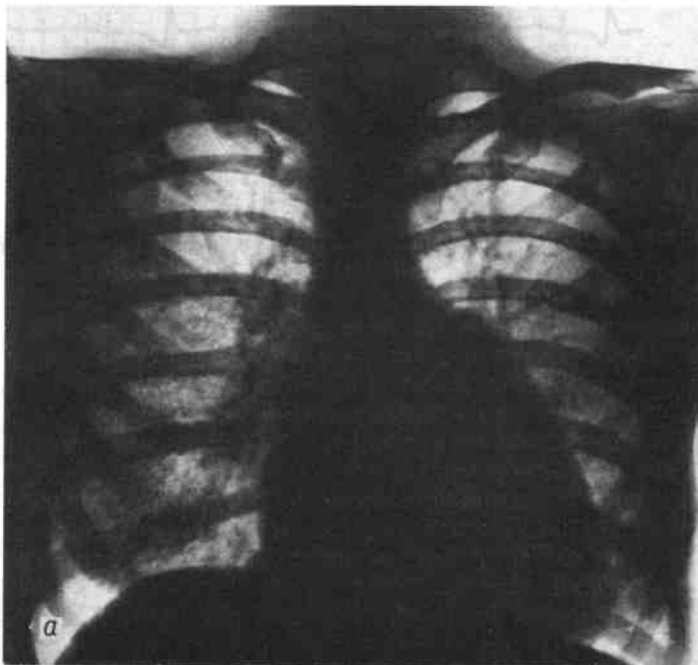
Рентгенограмма сердца при сужении левого предсердно-желудочкового отверстия.
